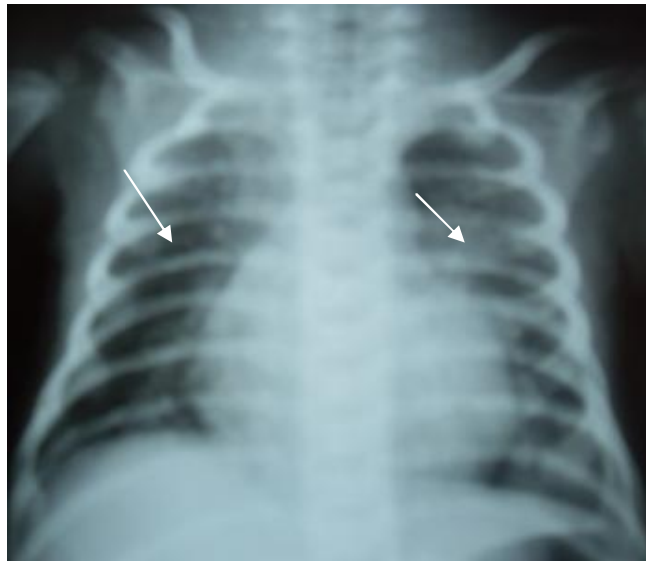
Une radiographie standard du poumon montrant des opacités micronodulaires bilatérales.
